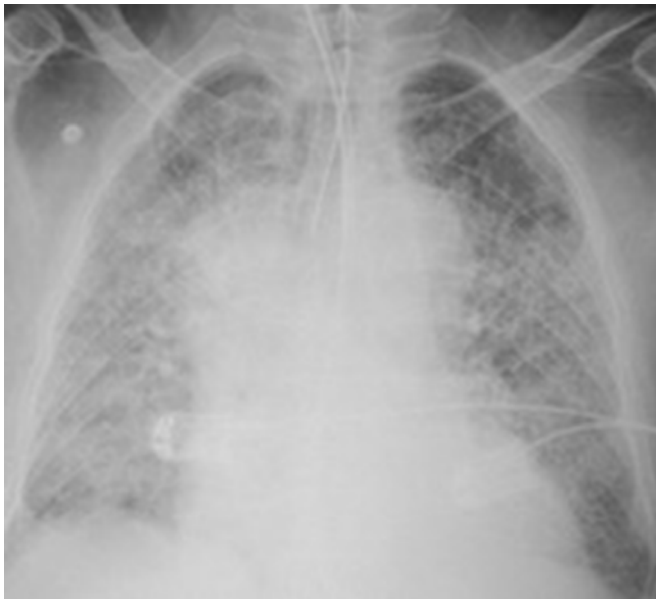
Radiografía postero-anterior simple de tórax que muestra opacidad bilateral correspondiente a neumonía por COVID-19.
